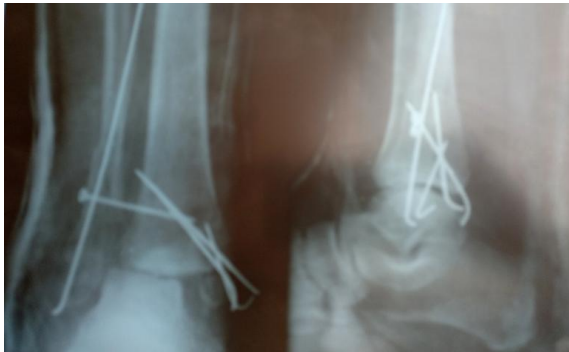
На рентгенограмі гомілково-ступневого суглобу відмічається не вправлений перелом обох кісточок і підвивих стопи назовні. Незадовільний остеосинтез спицями і гвинтом.
